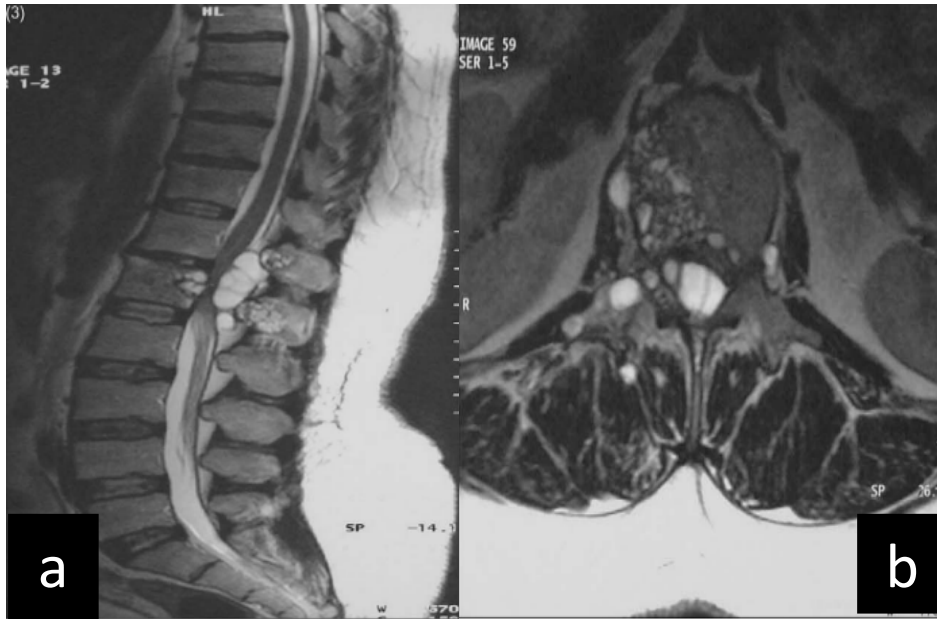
IRM en coupe sagittale (a) et coupe axiale (b) pondérées T2 montrant des lésions hyperintenses, siégeant au niveau du corps vertébral de L1, étendues à l'espace intradural et extramédullaire avec effet de masse sur la moelle mais sans signe de souffrance médullaire [50]
